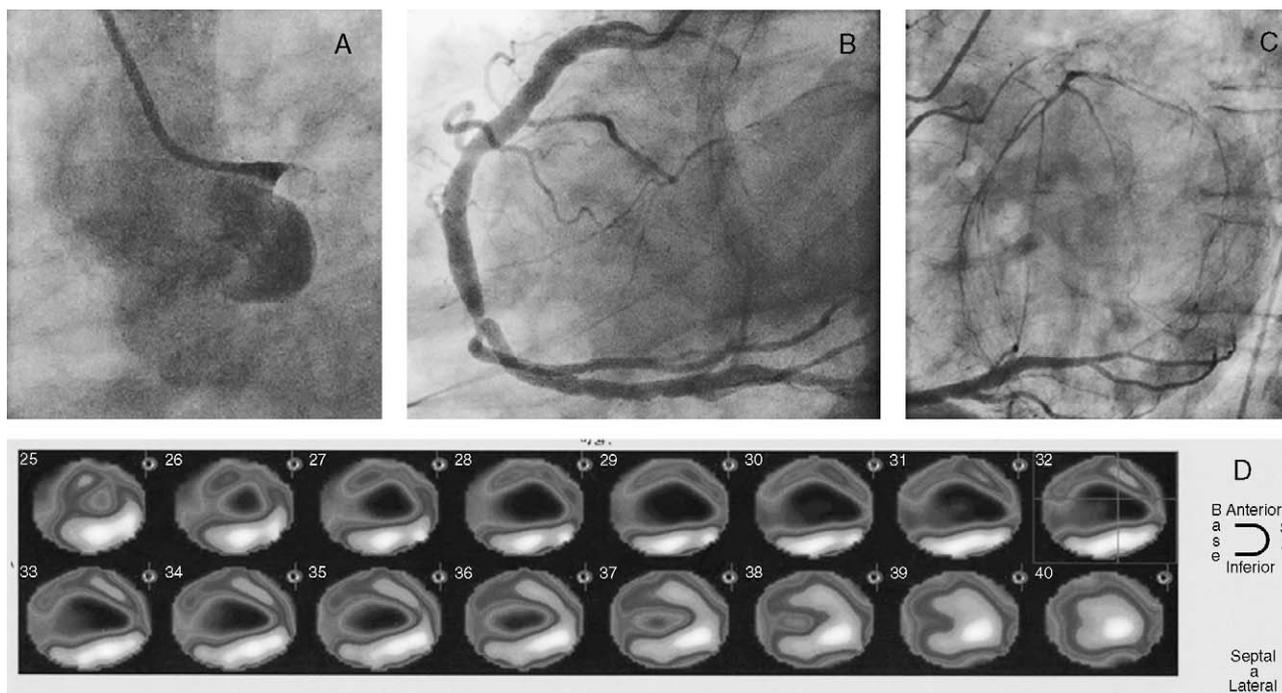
A-C: angiografía al ingreso. D: tomografía de emisión monofotónica única al ingreso.
